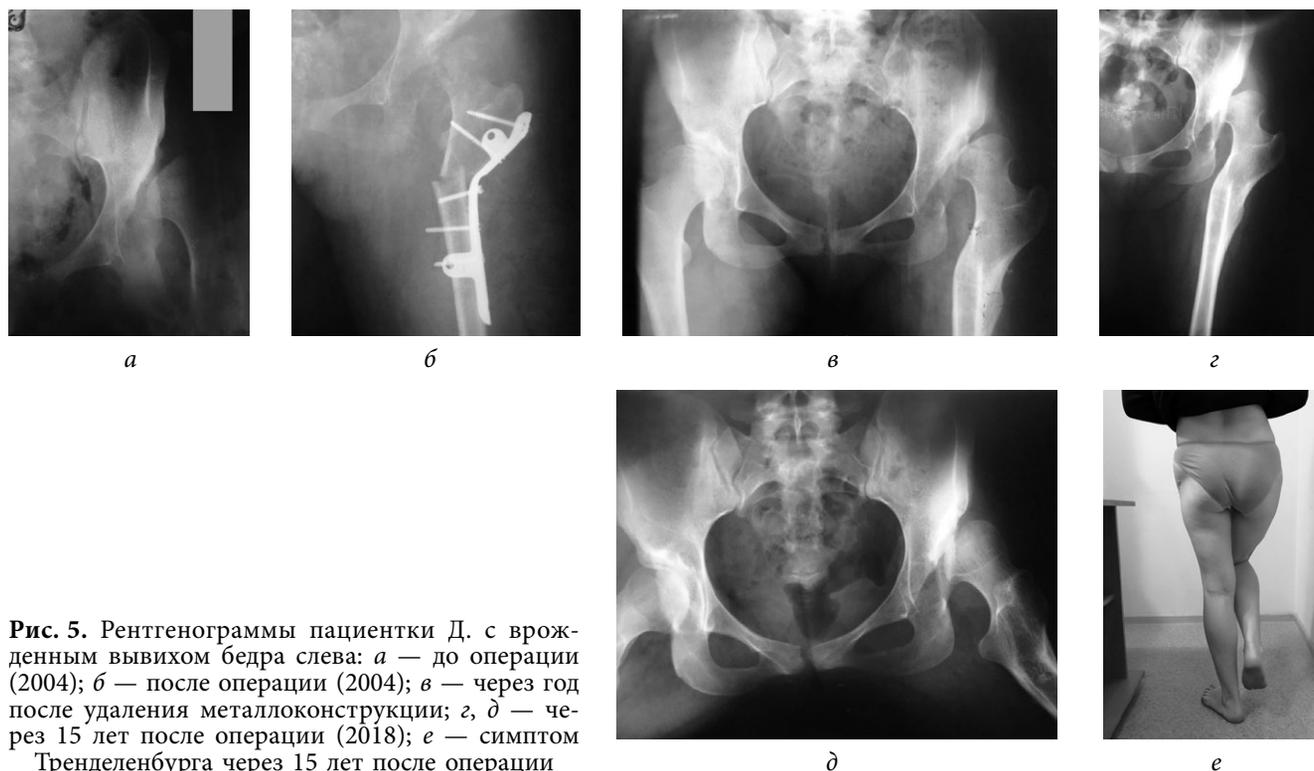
Рентгенограммы пациентки Д. с врожденным вывихом бедра слева: *а* — до операции (2004); *б* — после операции (2004); *в* — через год после удаления металлоконструкции; *г*, *д* — через 15 лет после операции (2018); *е* — симптом Тренделенбурга через 15 лет после операции
